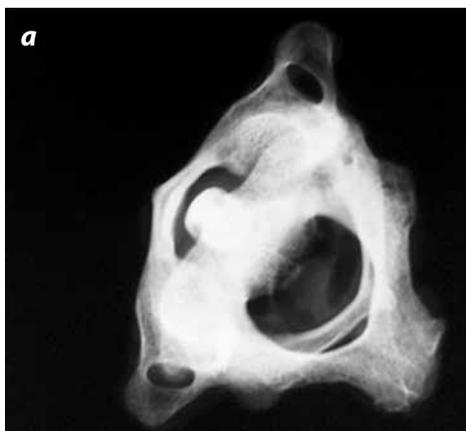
Radiografía de vértebras cervicales (primera y segunda) que fueron extraídas de un cadáver con trauma cervical durante la necropsia. Antes de morir, recibió atención médica y se le hizo un diagnóstico de fractura de odontoides. Se documenta la ausencia de dicha fractura, con lo cual se comprueba que esta no fue la causa de su muerte.
